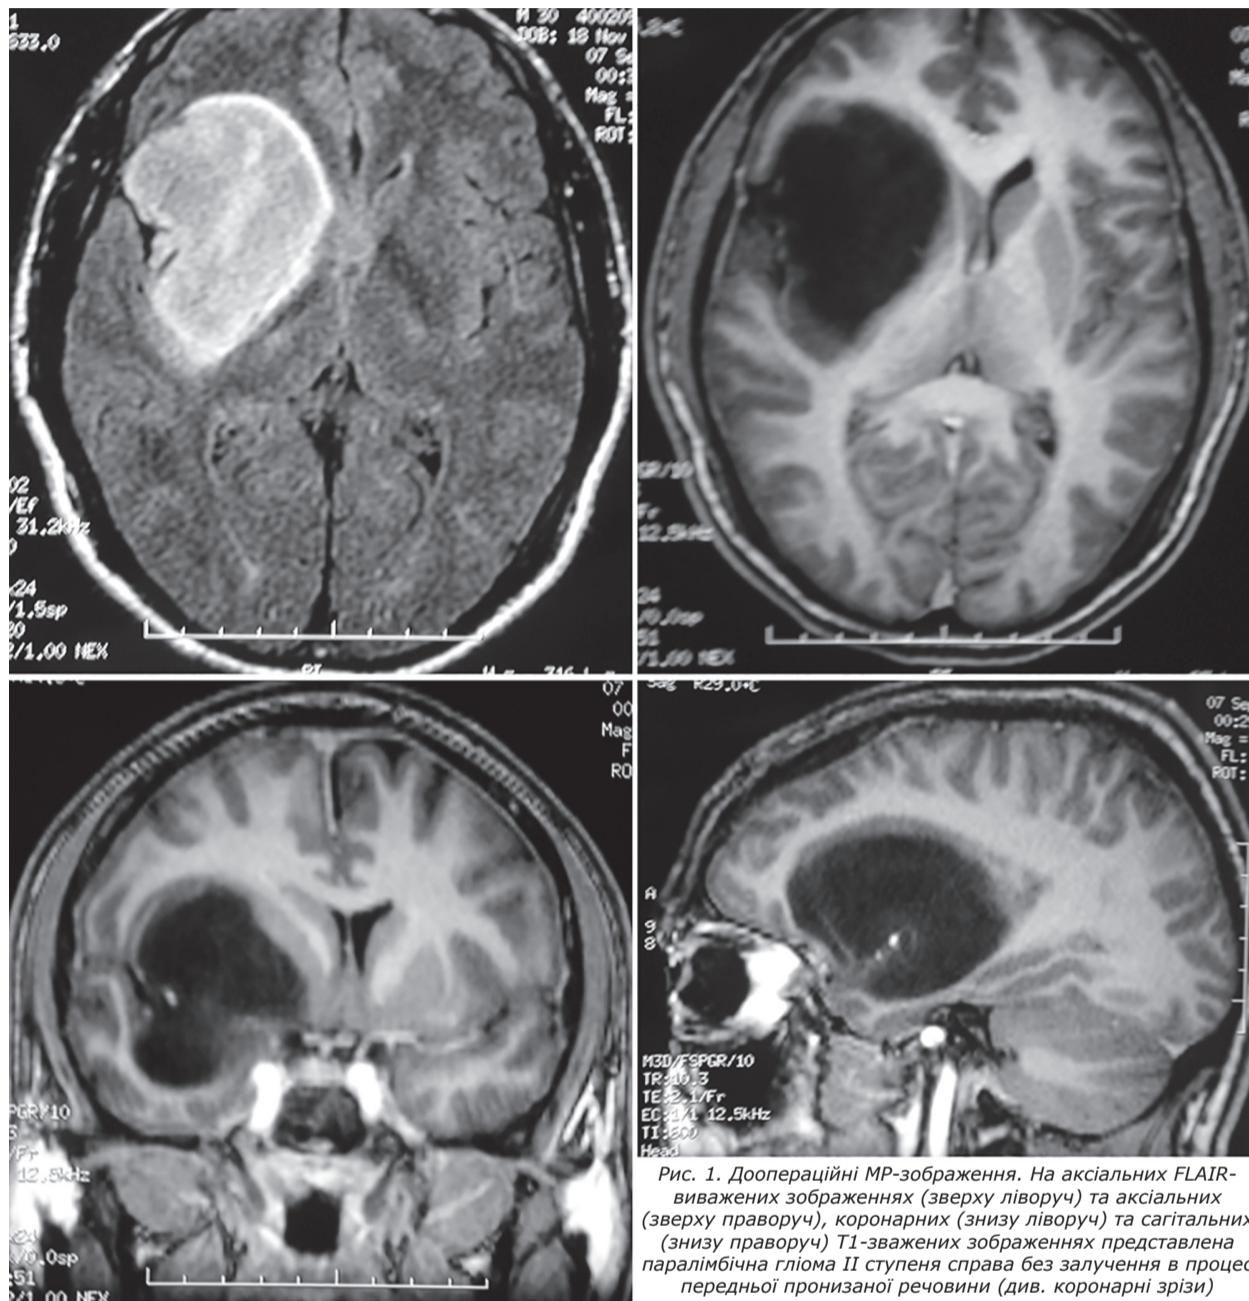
Доопераційні МР-зображення. На аксіальних FLAIR-виважених зображеннях (зверху ліворуч) та аксіальних (зверху праворуч), коронарних (знизу ліворуч) та сагітальних (знизу праворуч) T1-звжених зображеннях представлена паралімічна гліома II ступеня справа без залучення в процес передньої пронизаної речовини (див. коронарні зрізи)
